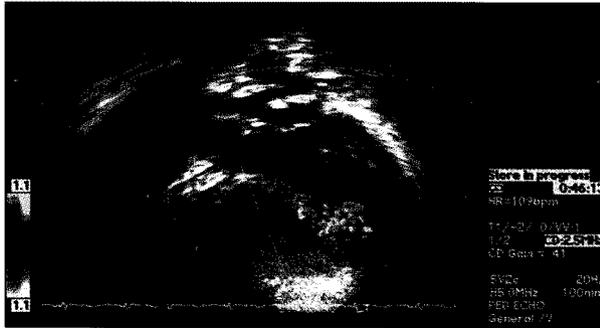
Preoperative Echocardiogram with color flow imaging shows left to right shunt flow through muscular ventricular septal defect.
